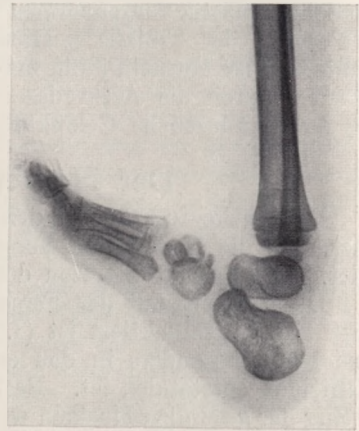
Röntgenbild eines Pes calcaneus I. Grades.
